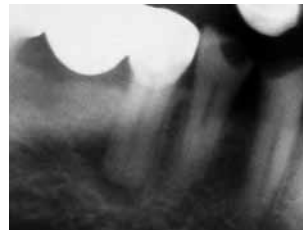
Зубы 3.4, 4.4. Диагностическая рентгенограмма. Виден резкий переход цвета канала от темного к светлому, свидетельствующий о наличии бифуркации
